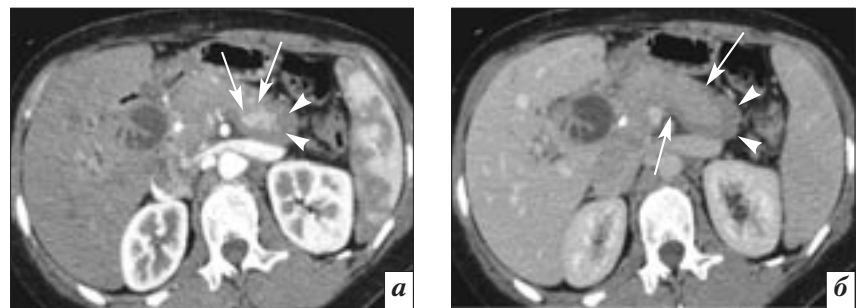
Аксиальные компьютерные томограммы (с внутривенным контрастированием) абдоминальной области пациентки 37 лет с АИП (IgG4-статус не известен) (собственное наблюдение):
